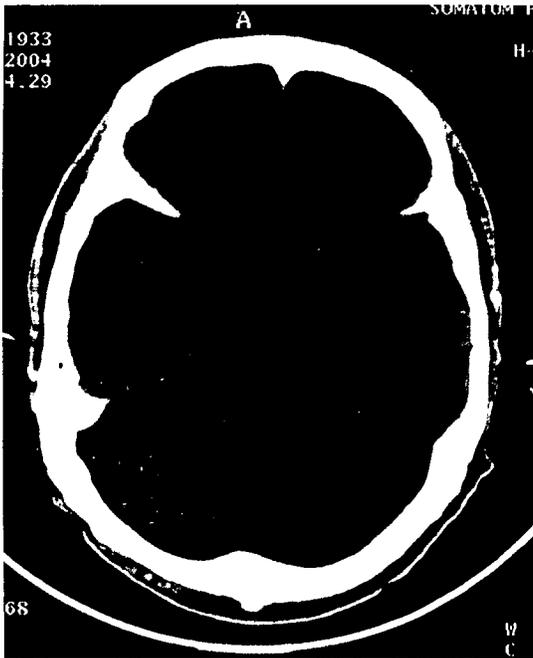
頭部 CT(2004年2月中旬)
